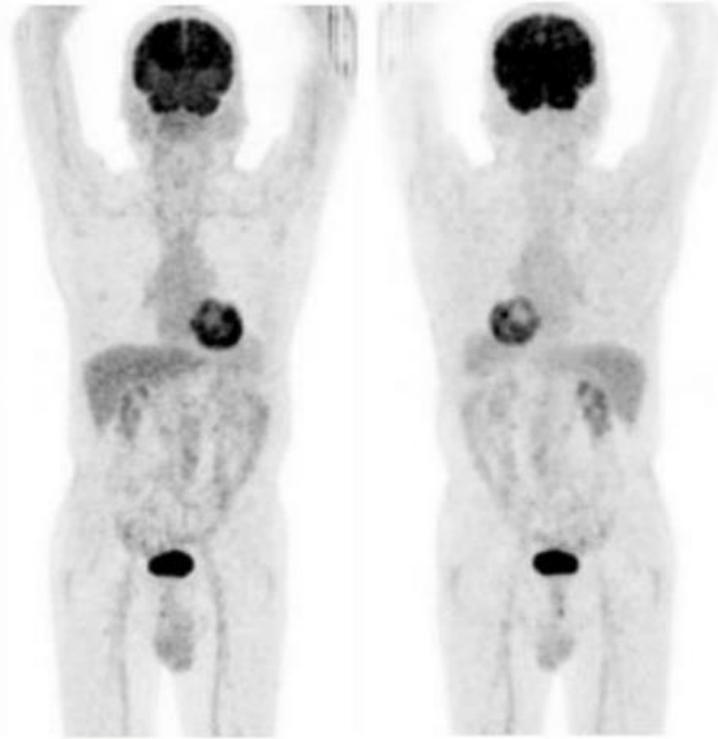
Biodistribution normale du TEP au 18F-FDG en vue antérieure et postérieure [41]
